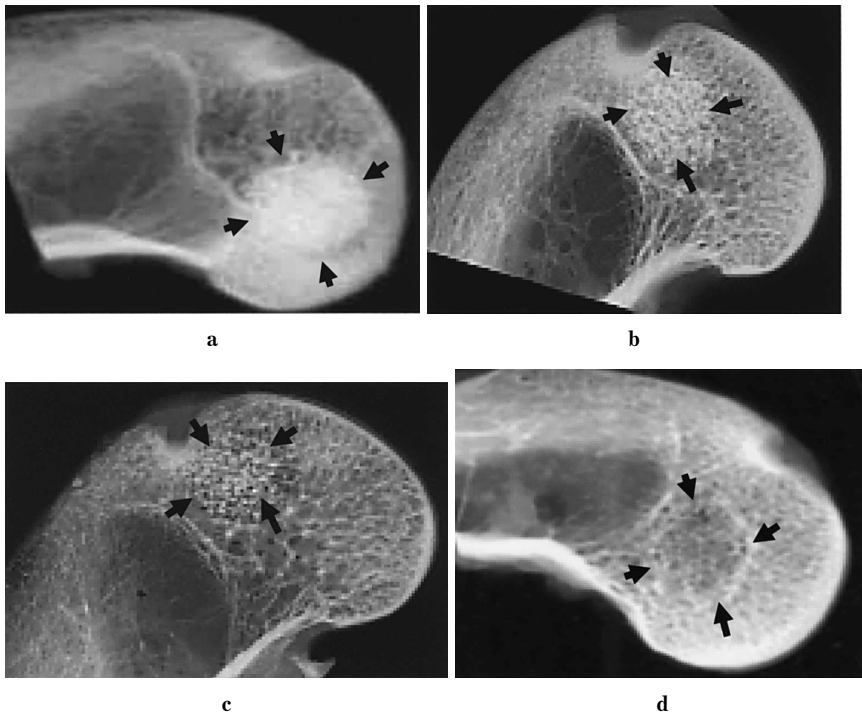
Representative soft X-ray of defects with a complex at 2 weeks (a), 4 weeks (b), 8 weeks (c), and 12 weeks (d). The margin between adjacent bone and defects filled with the complex was already indistinct at 2 weeks. Granules of  $\beta$ -TCP became more coarse with time, most of them having disappeared and been replaced by bone at 8 weeks.
